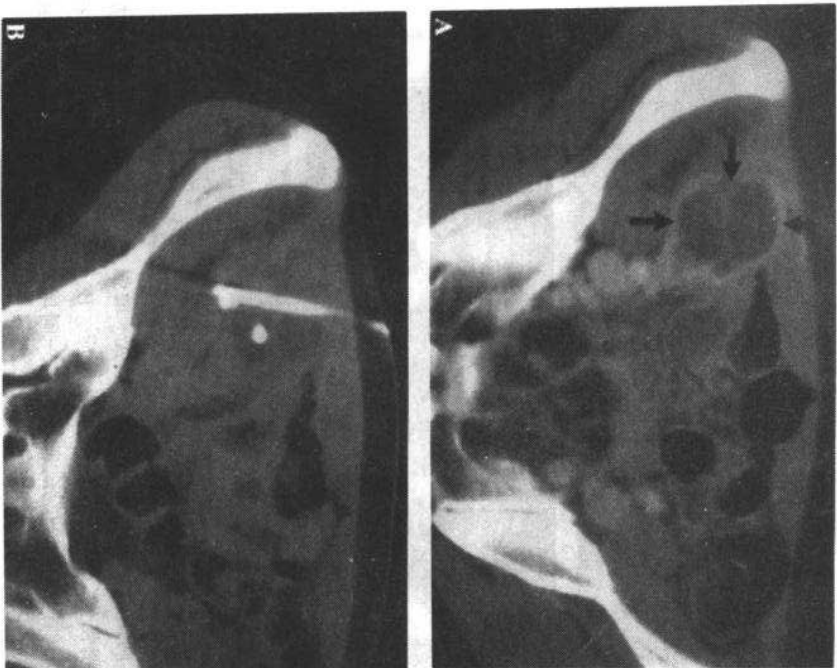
A 一个 36 岁的女性,症状是发热并右下腹痛,CT 示右下腹有低密度的液体聚集区,周边强化(箭示),系一个继发于阑尾炎的脓肿。B 脓腔内经皮放置导管引流
